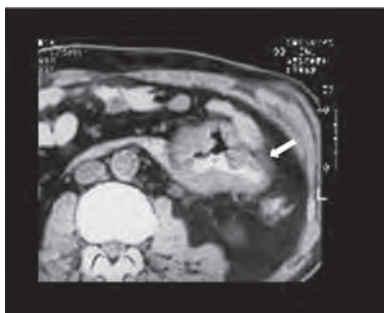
Опухоль тощей кишки (обозначена стрелкой) у пациента с синдромом Дадли–Клигенштейна (компьютерная томограмма)
